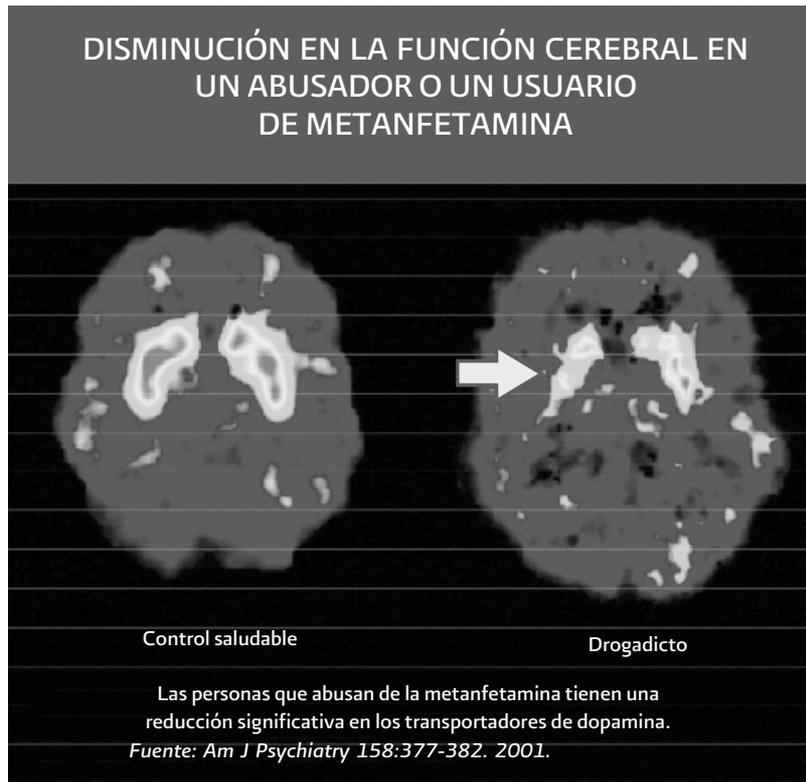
Imagen por tomografía por emisión de positrones (PET) que muestra alteraciones en el sistema de recompensa, a expensas del sistema dopaminérgico. Nótese la imagen del cerebro “Drogadicto”, como a nivel de las estructuras del sistema de recompensa (flecha), se encuentra una disminución del funcionamiento cerebral (indicado por la menor coloración roja en comparación con el cerebro “Control saludable”). Esto se traduce como una disminución en la capacidad de percibir estímulos placenteros, no sólo tras la administración de la droga, sino, además, tras los estímulos que previamente eran placenteros. Se recomienda visitar la página web del NIDA (<http://www.drugabuse.gov/>) para la imagen a color.
